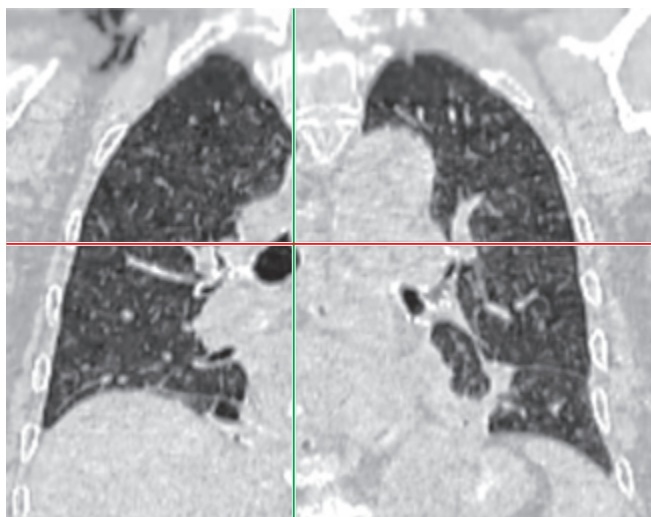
Компьютерная томограмма органов грудной клетки во фронтальной плоскости
